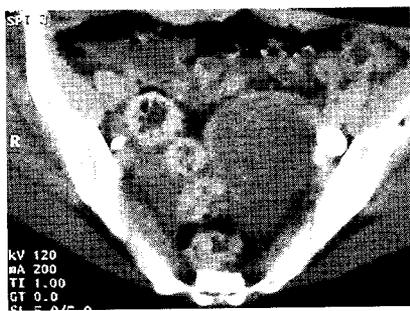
Tomografía computada que muestra ovario izquierdo con formación quística y uréter en contacto y dilatado.
